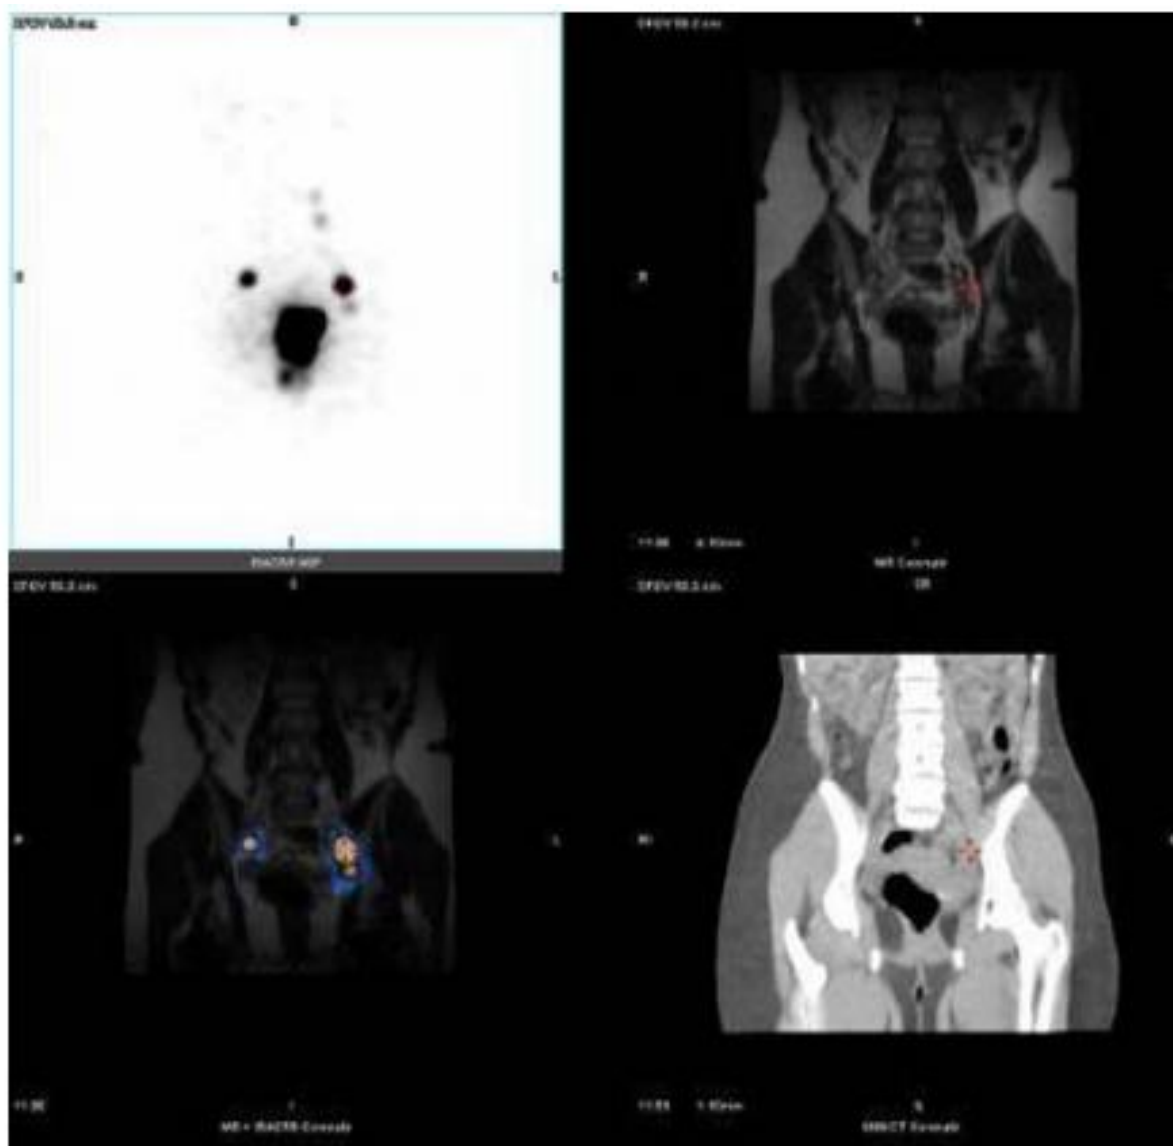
Lymphoscintigraphie (SPECT-CT) montrant une migration du radiotracteur dans un ganglion iliaque externe droit, un ganglion iliaque externe gauche et deux ganglions latéro-aortiques gauches.
